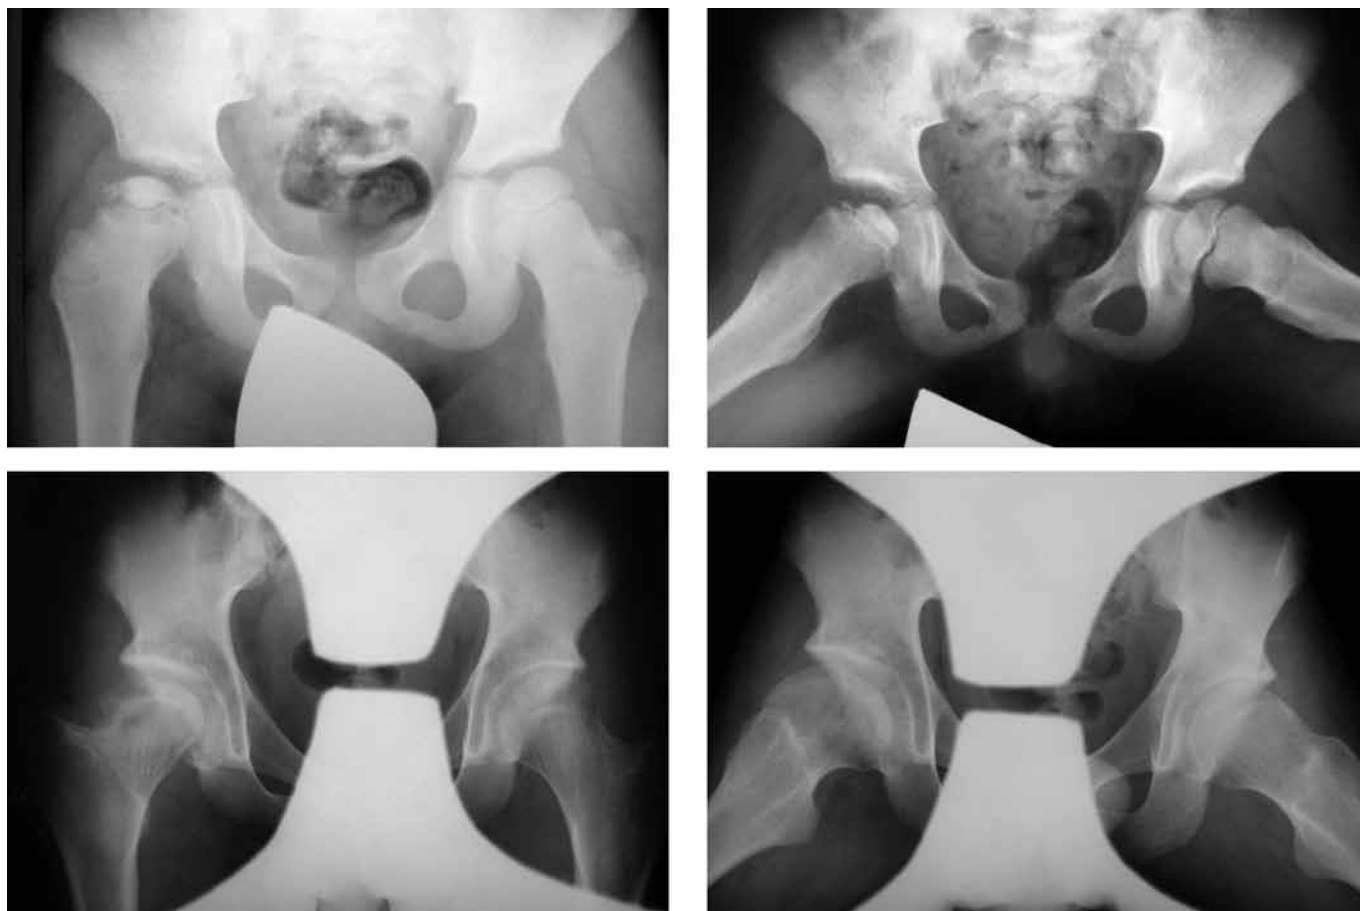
Рентгенограммы пациента Г., на стадии импрессионного перелома (верхний ряд). Рентгенограммы пациента спустя 5 лет после наступления исхода БЛКП -14 лет (нижний ряд). Определяется 2 тип по Stulberg и 94 балла по Iowa hip score– тип исхода БЛКП А.
